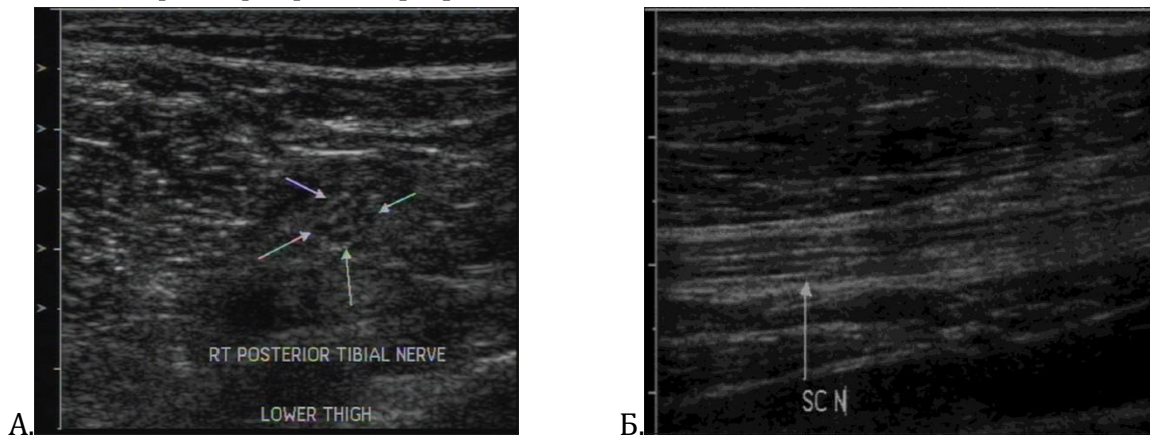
Ультразвуковое изображение нерва. А. Аксиальное УЗИ-изображение нормального периферического нерва, показывающее округлые гипозоногенные области, разделенные гиперэхогенными перегородками, что придает вид «сот». Б. Продольное УЗИ-изображение нормального нерва, изображающее гипозоногенные линейные пучки с промежуточным эхогенным межпучковым периневрием, т. е. внешним видом «пучка соломинок».
